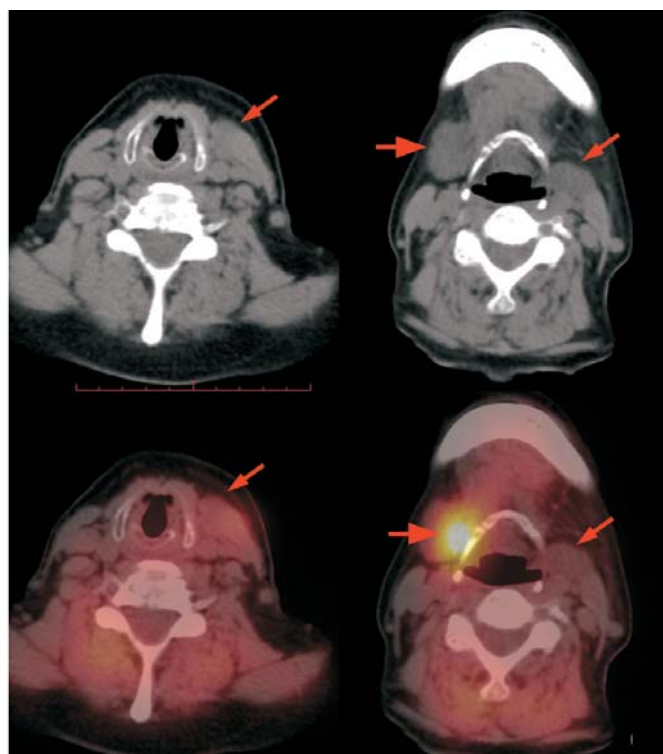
同一患者⁹⁹Tc^m-MIBI SPECT/CT 显像图。可见左侧胸锁乳突肌内侧略低密度结节,边界不清,摄取未见增高(小箭头示);右侧颌下区摄取异常增高结节(大箭头示)
